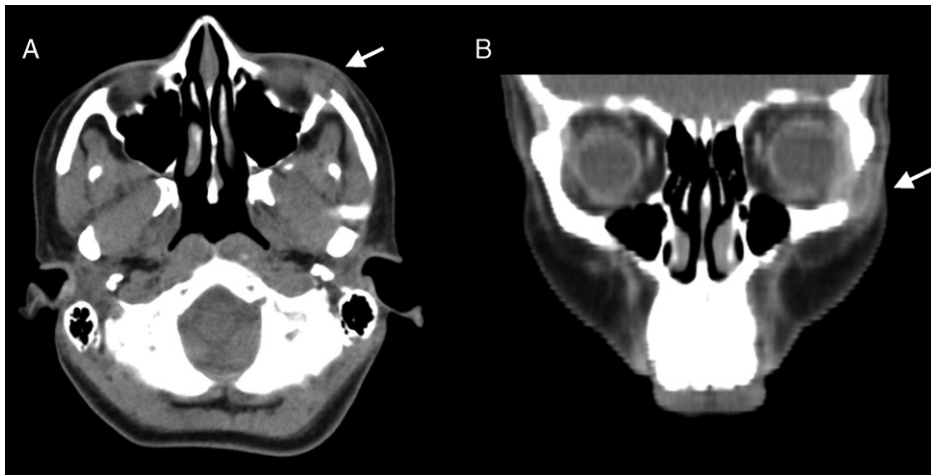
Imágenes de TC donde se aprecia una lesión de partes blandas que capta contraste en su periferia, en borde inferoexterno de órbita izquierda (flecha). A: cortes axiales; B: cortes coronales.
